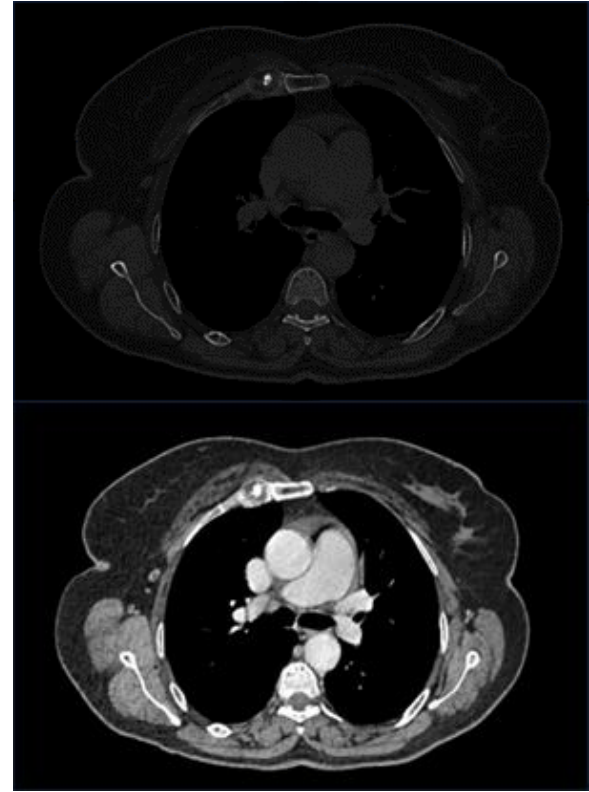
Coupe TDM axiale passant par l'arc antérieur de la 3ème côte droite (a) en fenêtre osseuse mettant en évidence une lésion hypodense de la jonction chondro-sternale avec foyer central de calcifications et sclérose périphérique. (b) en fenêtre tissulaire objectivant lésion hypodense de la jonction chondro-sternale venant au contact du muscle grand pectoral en avant et de la plèvre en arrière sans signes scanographiques d'envahissement.
